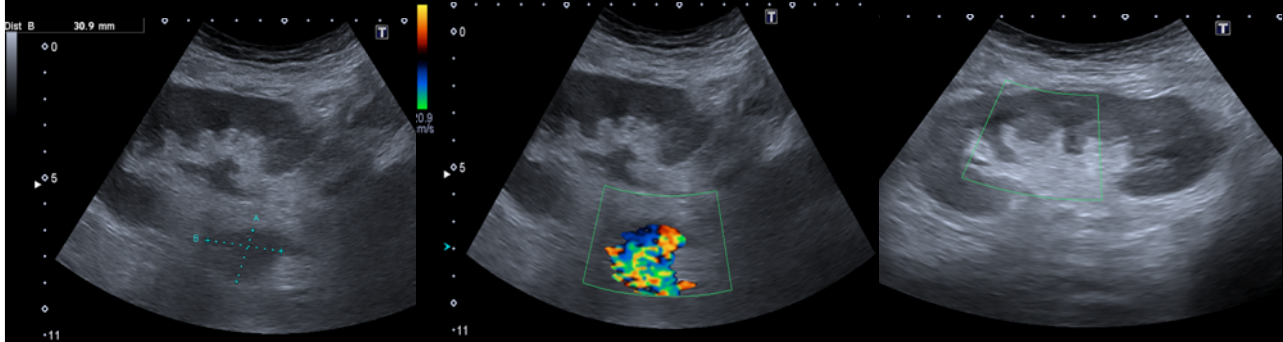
Ecografía-Doppler. En modo B se visualiza una imagen hipoecogénica elongada que en modo Doppler color presenta un flujo turbulento, con lo que tiene una etiología vascular, pudiéndose corresponder con una dilatación pseudoaneurismática. Asimismo, se objetiva ausencia completa de flujo arterial y venoso en el interior del parénquima renal así como en el pedículo vascular del injerto.
